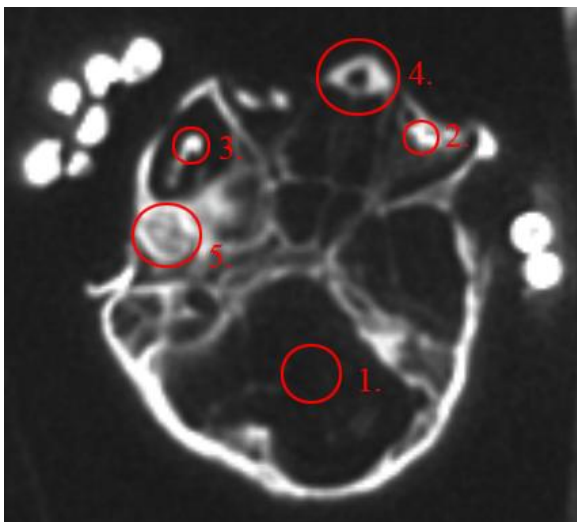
Peru, Bild 4, MRT
